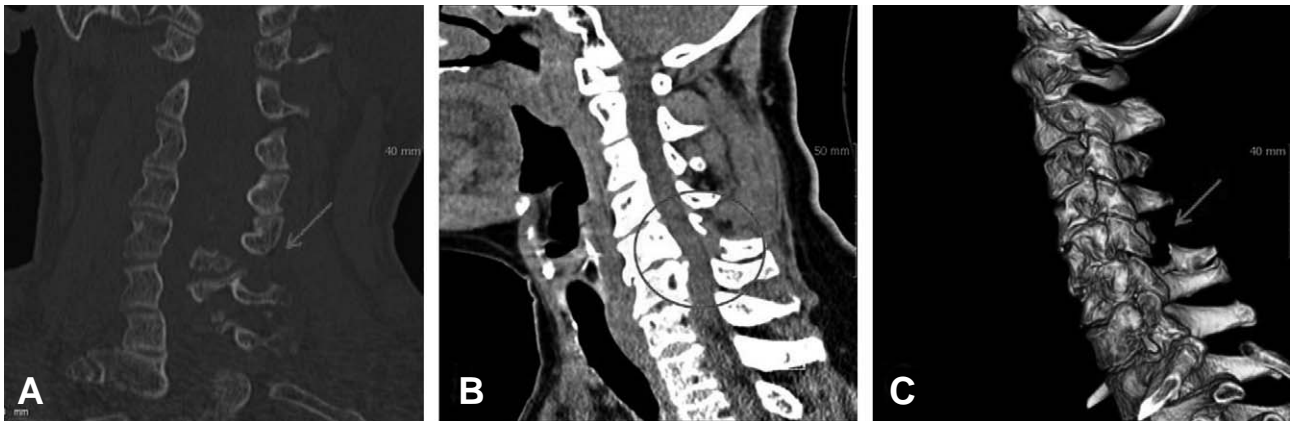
Cervical spine CT scan demonstrates subluxation of facet joints at C5-6 (A), transdiscal unstable injury at C5-6 (B) and fracture of spinous process of C5 vertebra (C).
